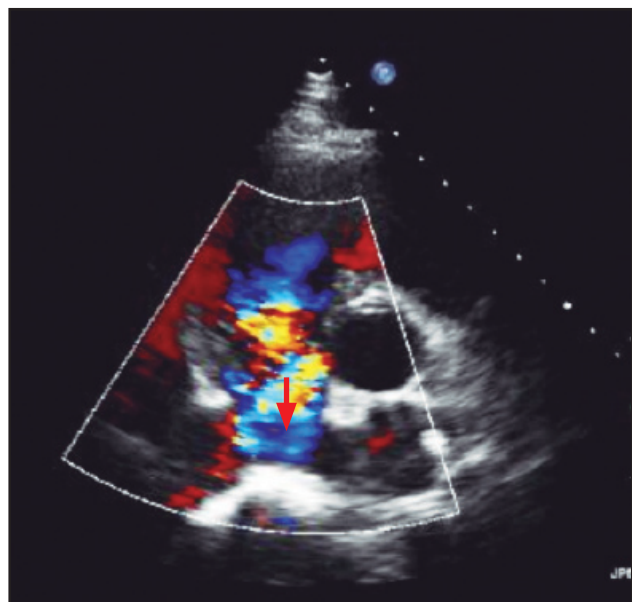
Imagen de ecocardiograma transtorácico bidimensional. Proyección en eje paraesternal corto demostrando en el Doppler color insuficiencia tricúspide severa. Señalada por el alising del color hacia la aurícula derecha.
